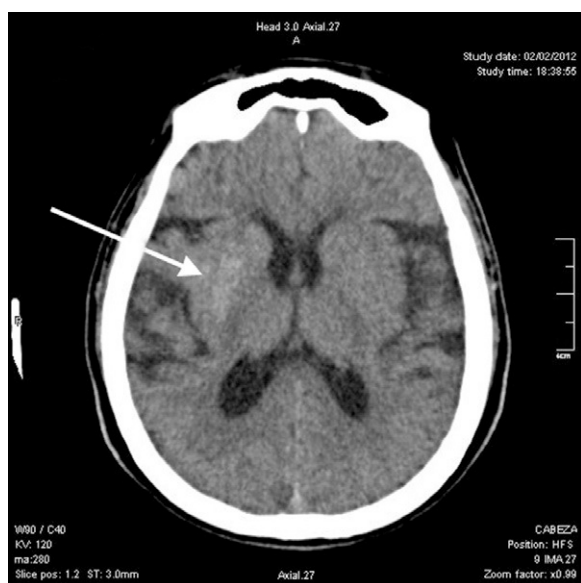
Tomografía de cerebro sin contraste mostrando hiperdensidad del putamen y núcleo caudado.
